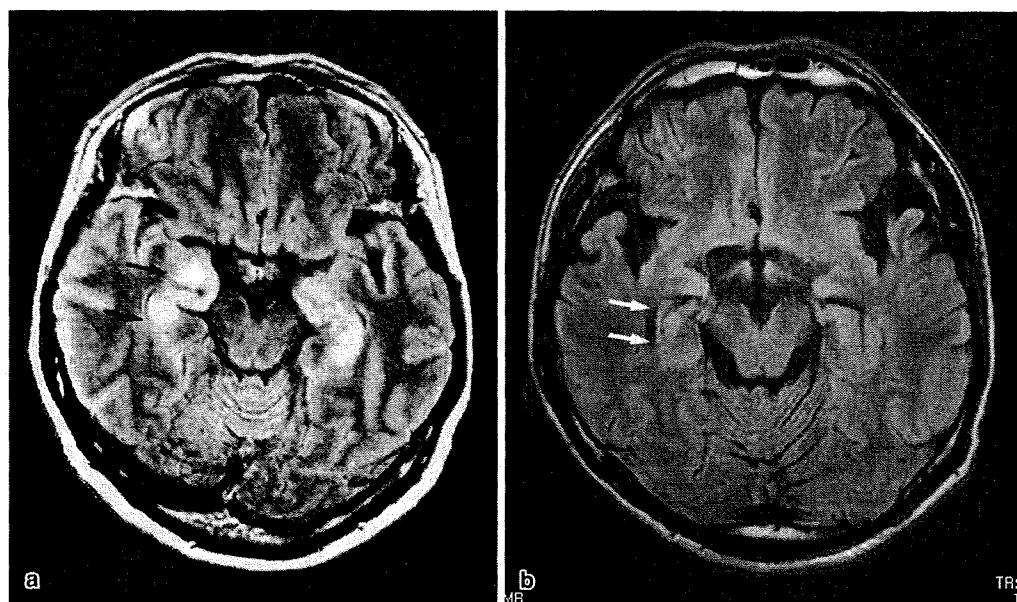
非ヘルペス性急性辺縁系脳炎 (MRI FLAIR 水平断)
